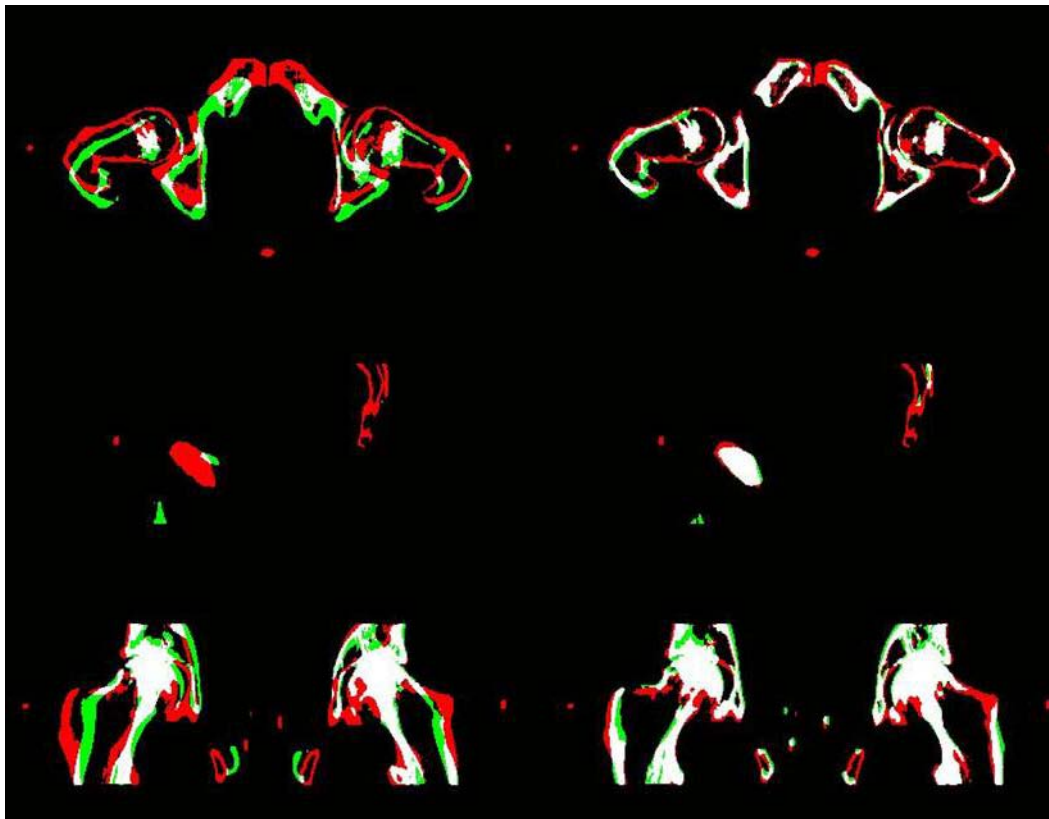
Tilsvarende aksiale, sagittale og koronale billedsnitt som figur 4.1, men nå tatt med CBCT. Til venstre vises bildene uten skalering og til høyre ser en de samme bildene etter en gammaskalering.
